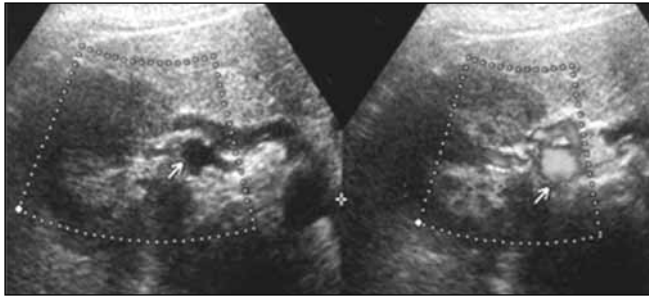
Ecografia B-mode e color-Doppler che evidenzia la presenza di un aneurisma dell'arteria renale dx.
